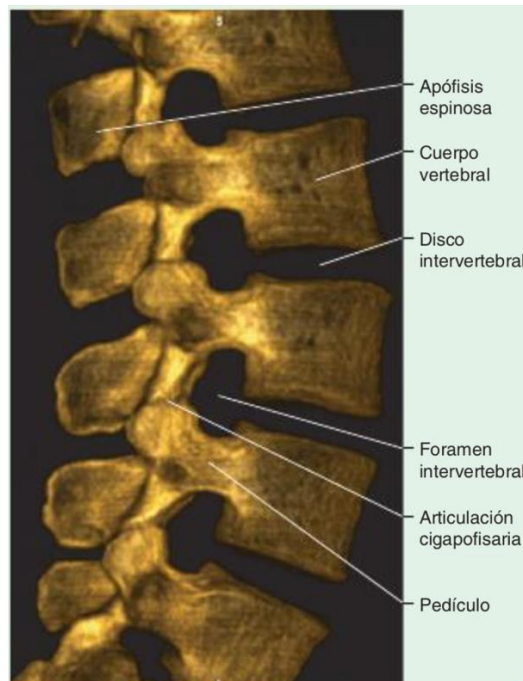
TC de columna lumbar. Reconstrucción 3D de los forámenes intervertebrales. Fuente: Anatomía clínica 2ª ed 2012. (1).
